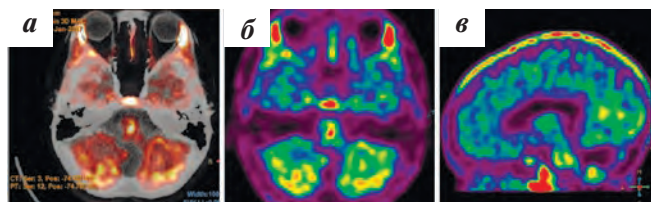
Пациентка К. ПЭТ/КТ головного мозга с ¹¹C-метионином: а, б — аксиальный срез; в — сагиттальный срез
